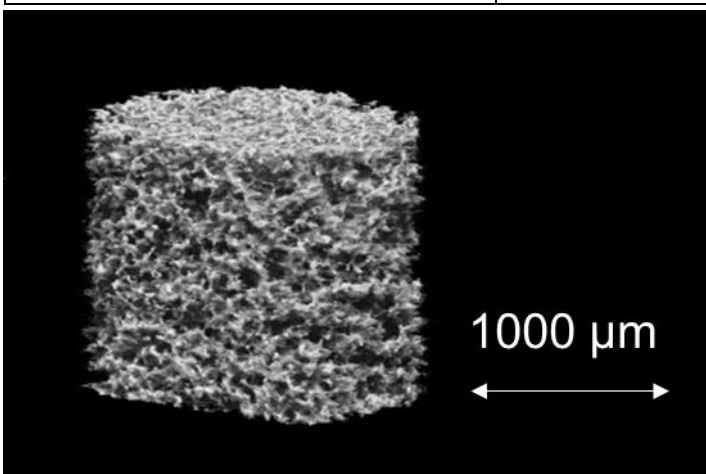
アパセラム - AX®のスペックとマイクロ CT 拡大写真
